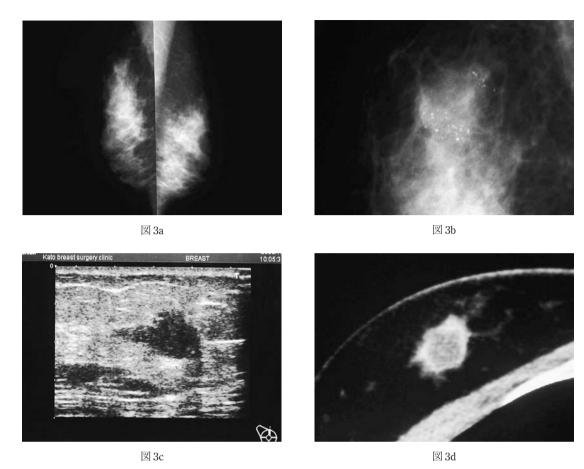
症例2 a,b: マンモグラフィ(MLO)において,右乳房 U 領域に不整形で辺縁一部微細鋸歯状腫瘤を認める. 多形性集簇石灰化を随伴して認める.カテゴリー4. c: エコーで右 C 領域に $23 \, \text{mm} \times 14 \, \text{mm} \times 13 \, \text{mm}$ の低エコー腫瘤像を認める.形状:不整形,辺縁不明瞭,Halo(+),前方境界線断裂(+).後方エコー一部増強,カテゴリー 5. d: 造影 CT において,右乳房 C 領域に周辺部がリング状に造影される $23 \, \text{mm} \times 14 \, \text{mm}$ の腫瘤を認める.
